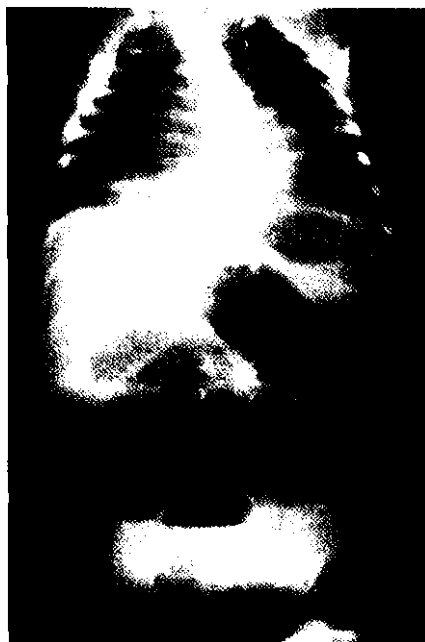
Атрезия тонкой кишки. Рентгенологическое обследование. Видны множественные уровни жидкости в верхнем этаже брюшной полости.
